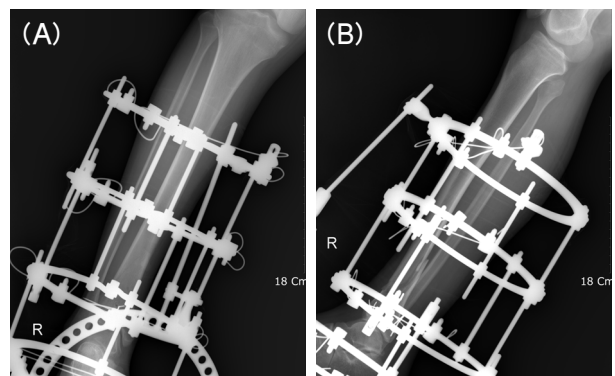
Postoperative AP (A) and lateral (B) radiographs show 1st stage limited open reduction & external fixation.
